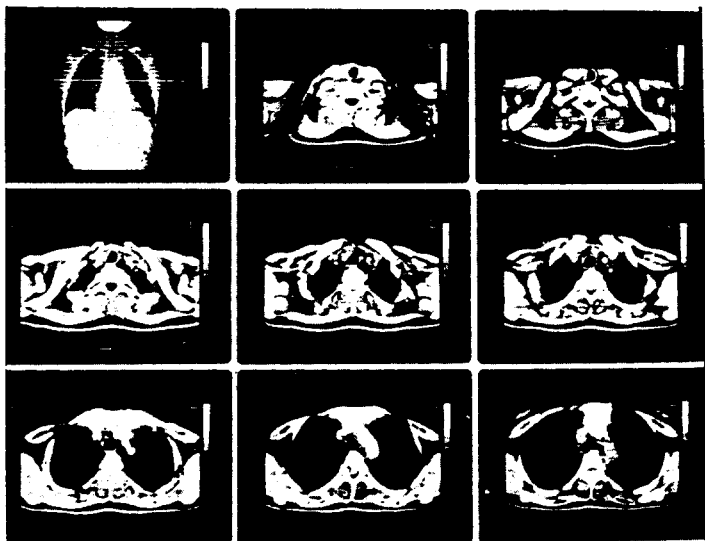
CT film show probable thymic enlargement.
